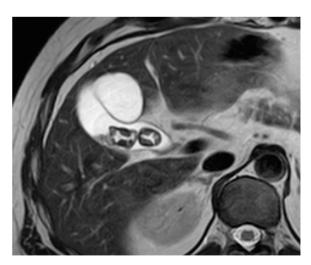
57-jährige Patientin mit Cholelithiasis. In der MRT axial in T2-Wichtung gewinkelte Gallenblase mit dem Bild der phrygischen Mütze. Im abgeschnürten Anteil Nachweis polygonaler Cholesterinkonkremente
